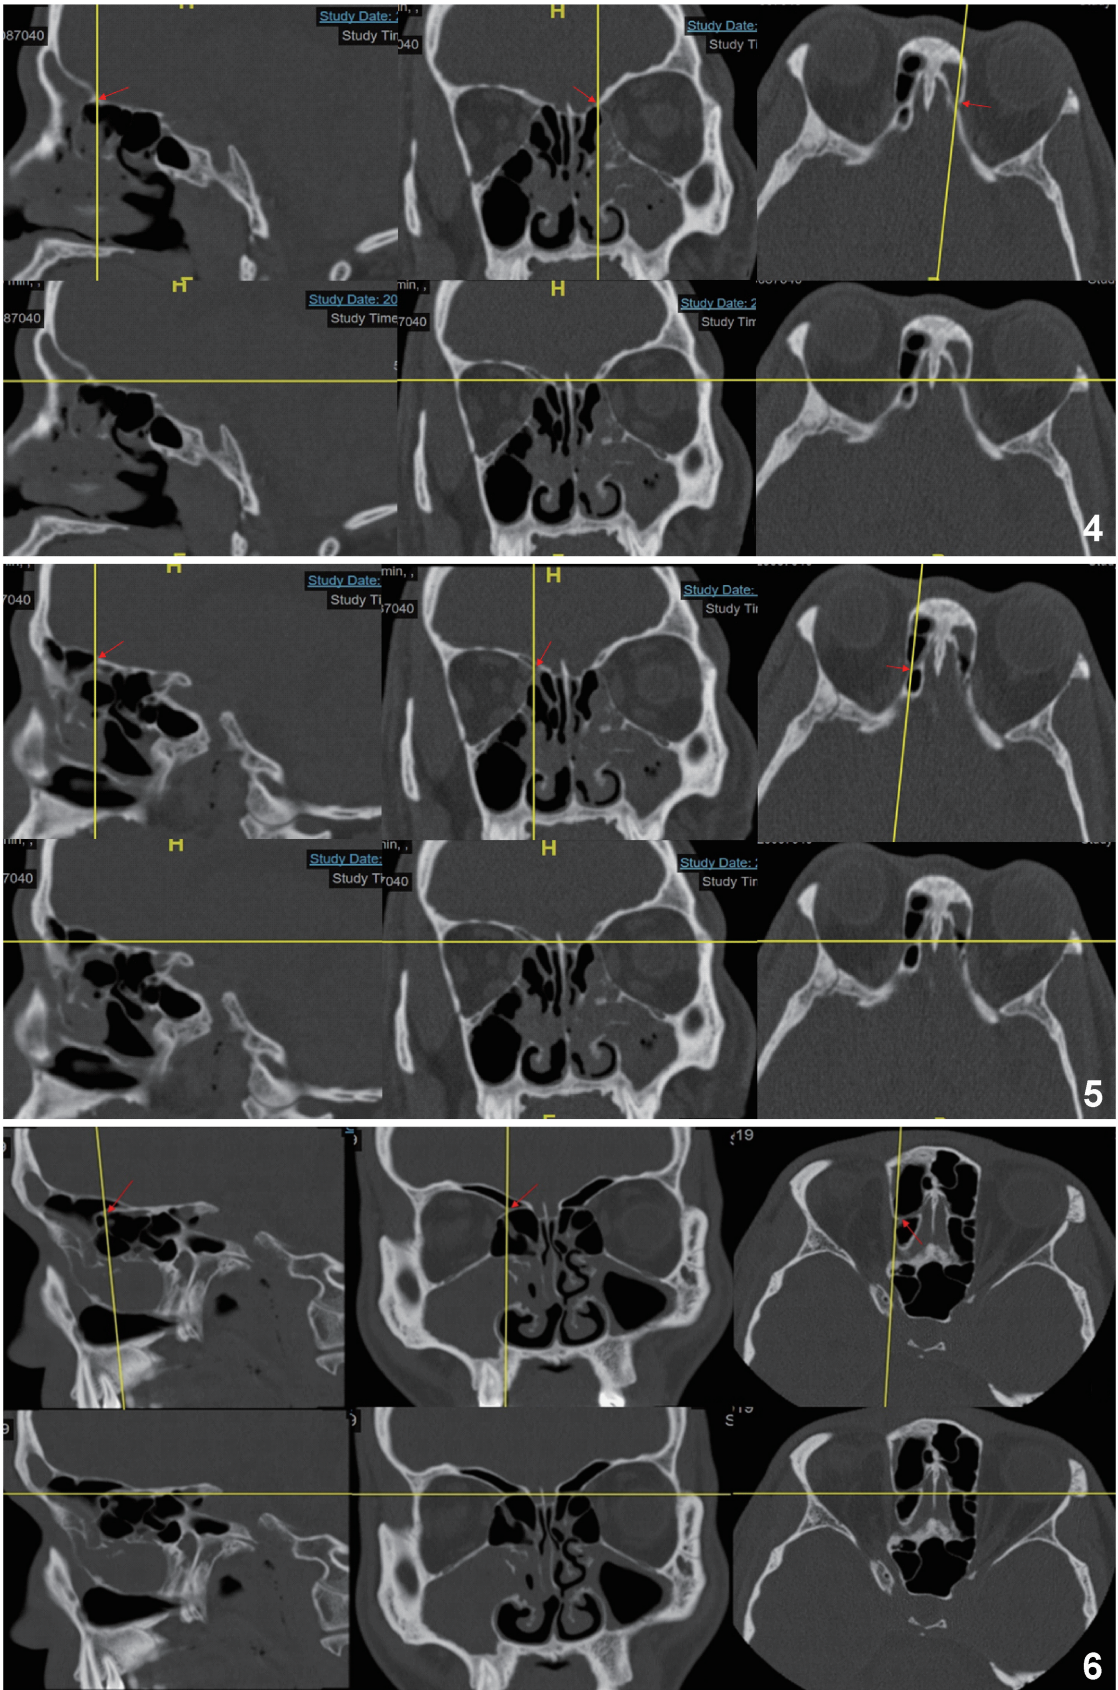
I 型筛前动脉包含于颅骨内(→),CT 图像的矢状位可见筛前动脉包含于颅骨内,冠状位、轴位可见其在颅骨内走行并进入眼眶
